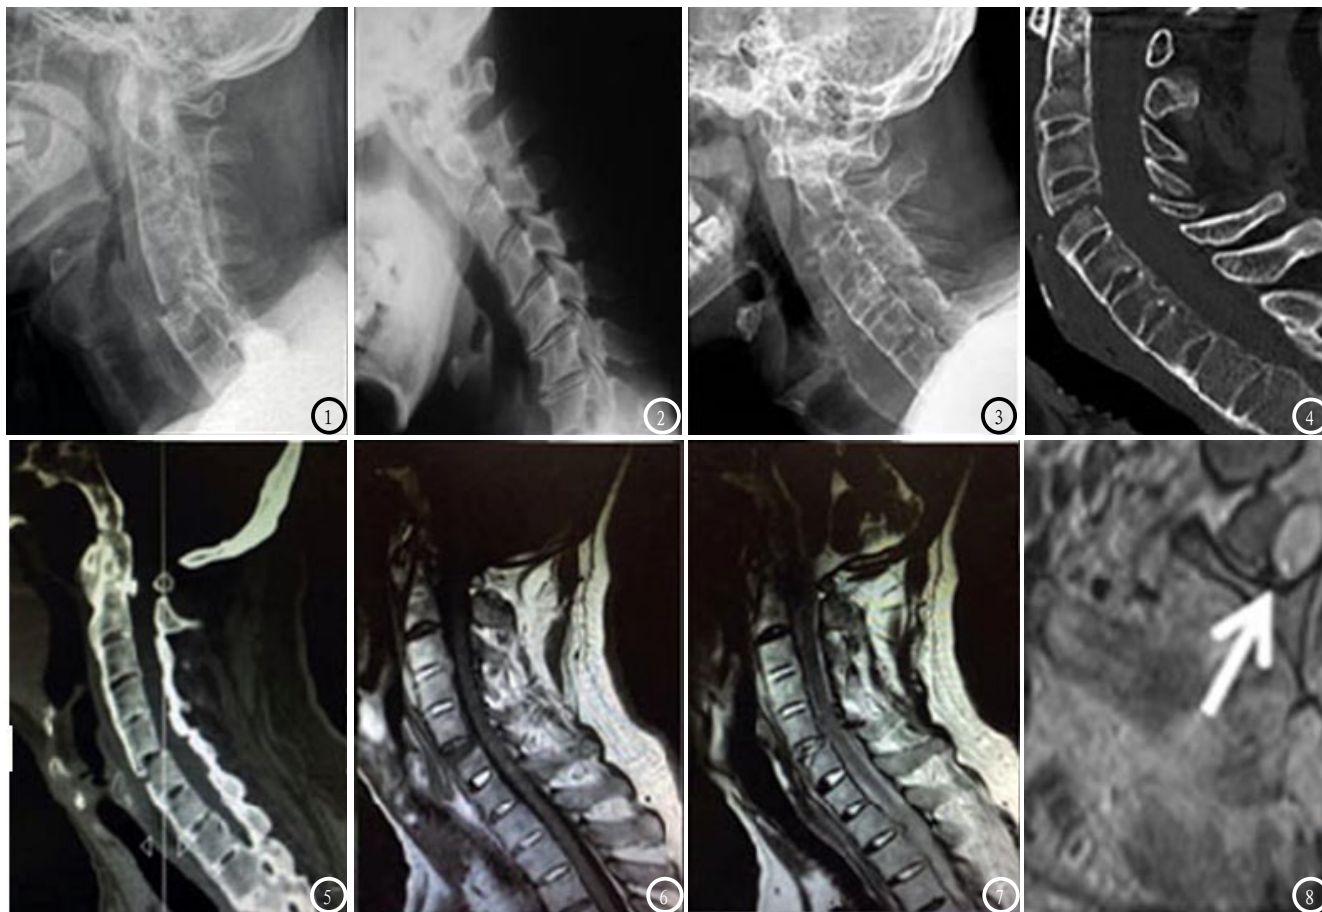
强直性脊柱炎颈5/6椎体骨折患者，骨质增生明显，椎体间隙变窄，骨间桥形成。图2 强直性脊柱炎患者，颈椎呈反弓位表现，骨质增生明显。图3-4 同一患者强直性脊柱炎伴颈4椎体骨折，图3 颈椎生理曲度变直，前后纵韧带密度增高，骨折显示欠清。图4 CT重建显示颈4椎体线性骨折。图5-7 同一患者CT显示强直性脊柱炎C6椎体骨折患者(图5)，C6椎体呈楔形改变，C6椎体及椎间盘呈长 T_1/T_2 信号。图8 1例强直性脊柱炎伴颈5椎体骨折患者见硬膜外血肿(短 T_1 信号)。
